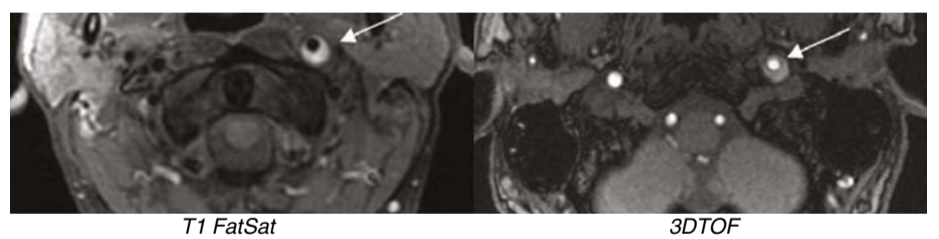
МРТ-признаки диссекции левой внутренней сонной артерии. В режимах T1 с подавлением сигнала от жира (T1-FatSat) и 3D TOF-ангиографии в аксиальной проекции определяется интрамуральная гематома (указано стрелкой) повышенного сигнала в стенке левой ВСА, просвет сосуда сужен
